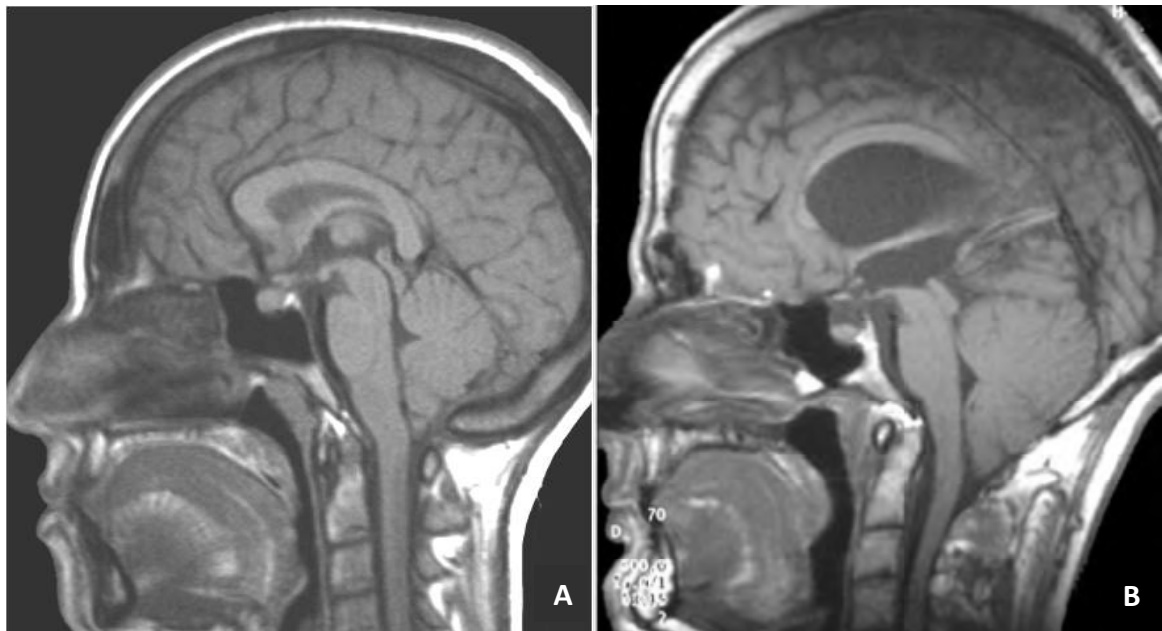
A. Resonancia magnética, corte sagital medio ponderado en secuencia T1, de un paciente con malformación de Chiari tipo 1, con descenso amigdalario de 5 mm por debajo del foramen magnum; B. Resonancia magnética, corte sagital medio ponderado en secuencia T1, de un paciente con malformación de Chiari tipo 2.
